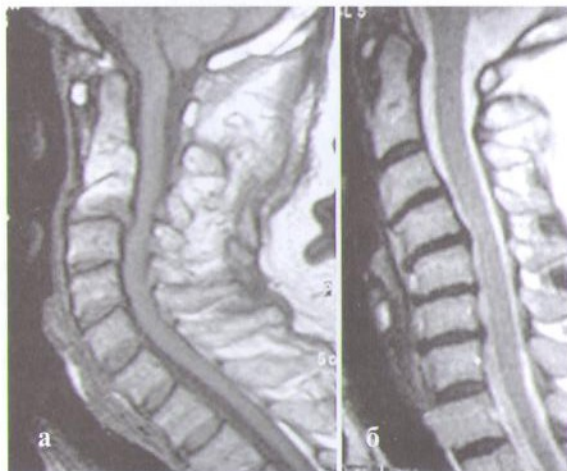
МРТ больных с различными формами деформирующего спондилоартроза шейного отдела позвоночника, приводящего к гиперлордозу (а) или к кифотической деформации позвоночника (б).
